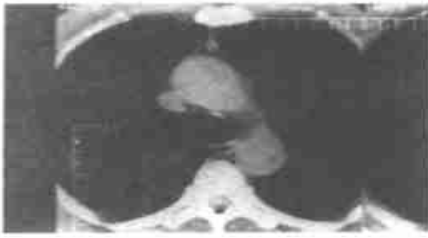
主动脉窗层面 CT 象(第 6 胸椎水平) WW 300HU, WL 50HU(纵隔窗)
